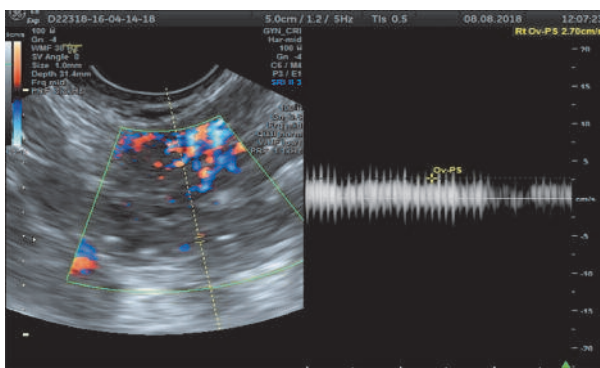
Эхограмма. Трансвагинальное УЗИ. Ворота правой ЯВ. Монотонный кровоток. V=2,7 см/с.
